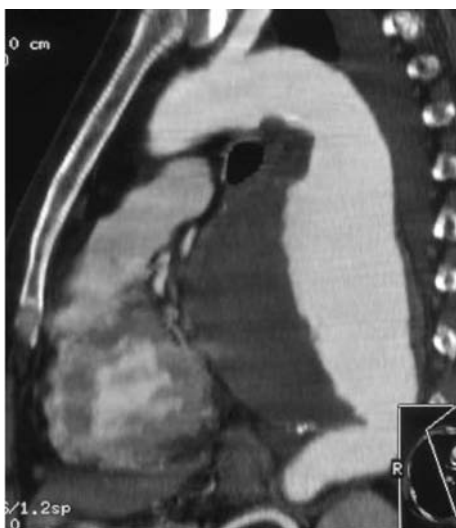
Ricostruzione tomografica computerizzata in proiezione di massima intensità di un voluminoso aneurisma dell'aorta toracica.
